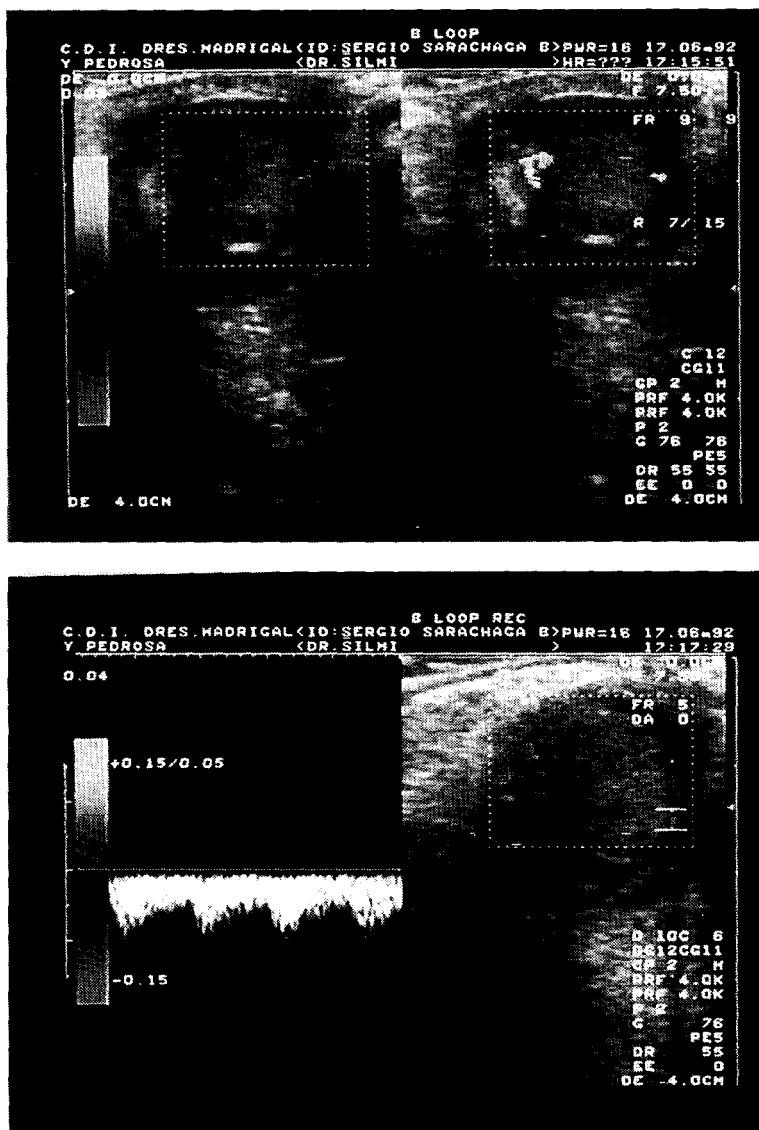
Eco Doppler: Torsión del cordón espermático.
